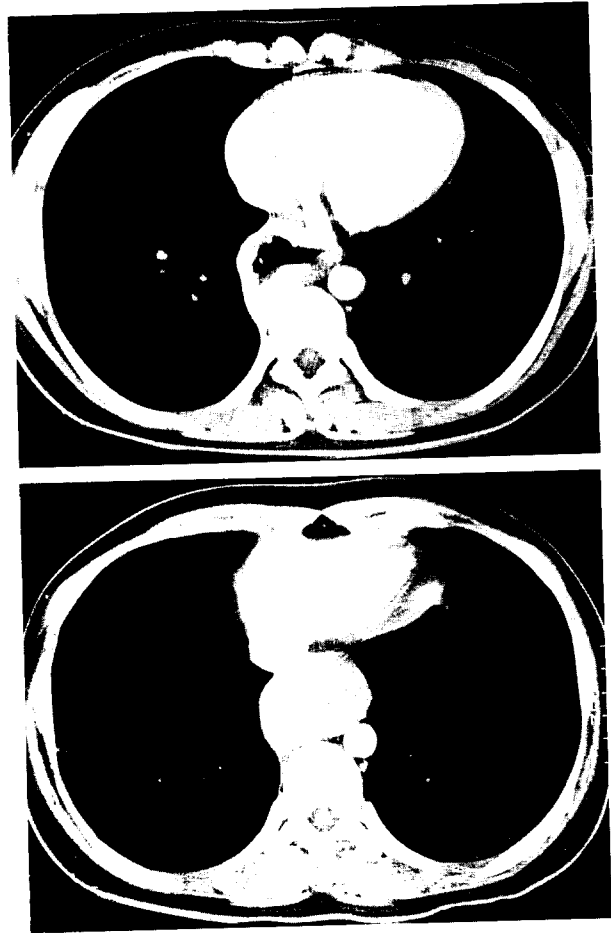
수술전 흉부단층촬영 소견. 식도 체부 벽의 현저한 확장 과 비후 및 점막하 종양에 의한 식도폐쇄가 보인다.
